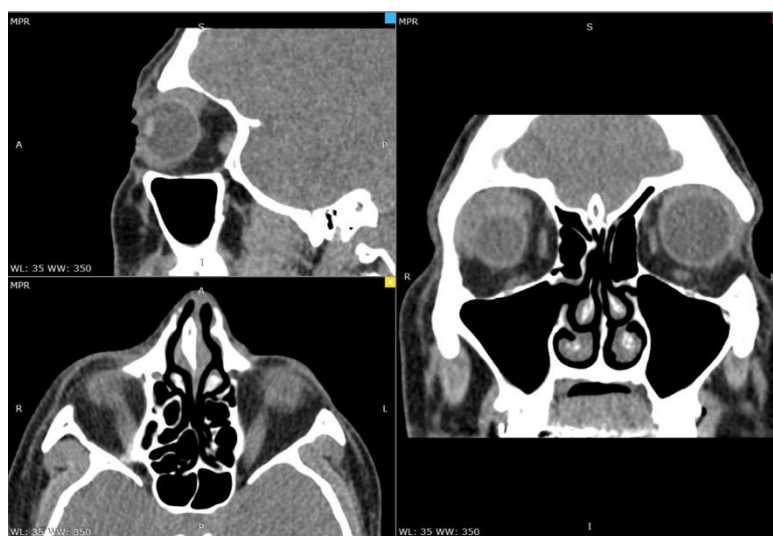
Компьютерная томограмма больной при поступлении в стационар в сентябре 2018 года
